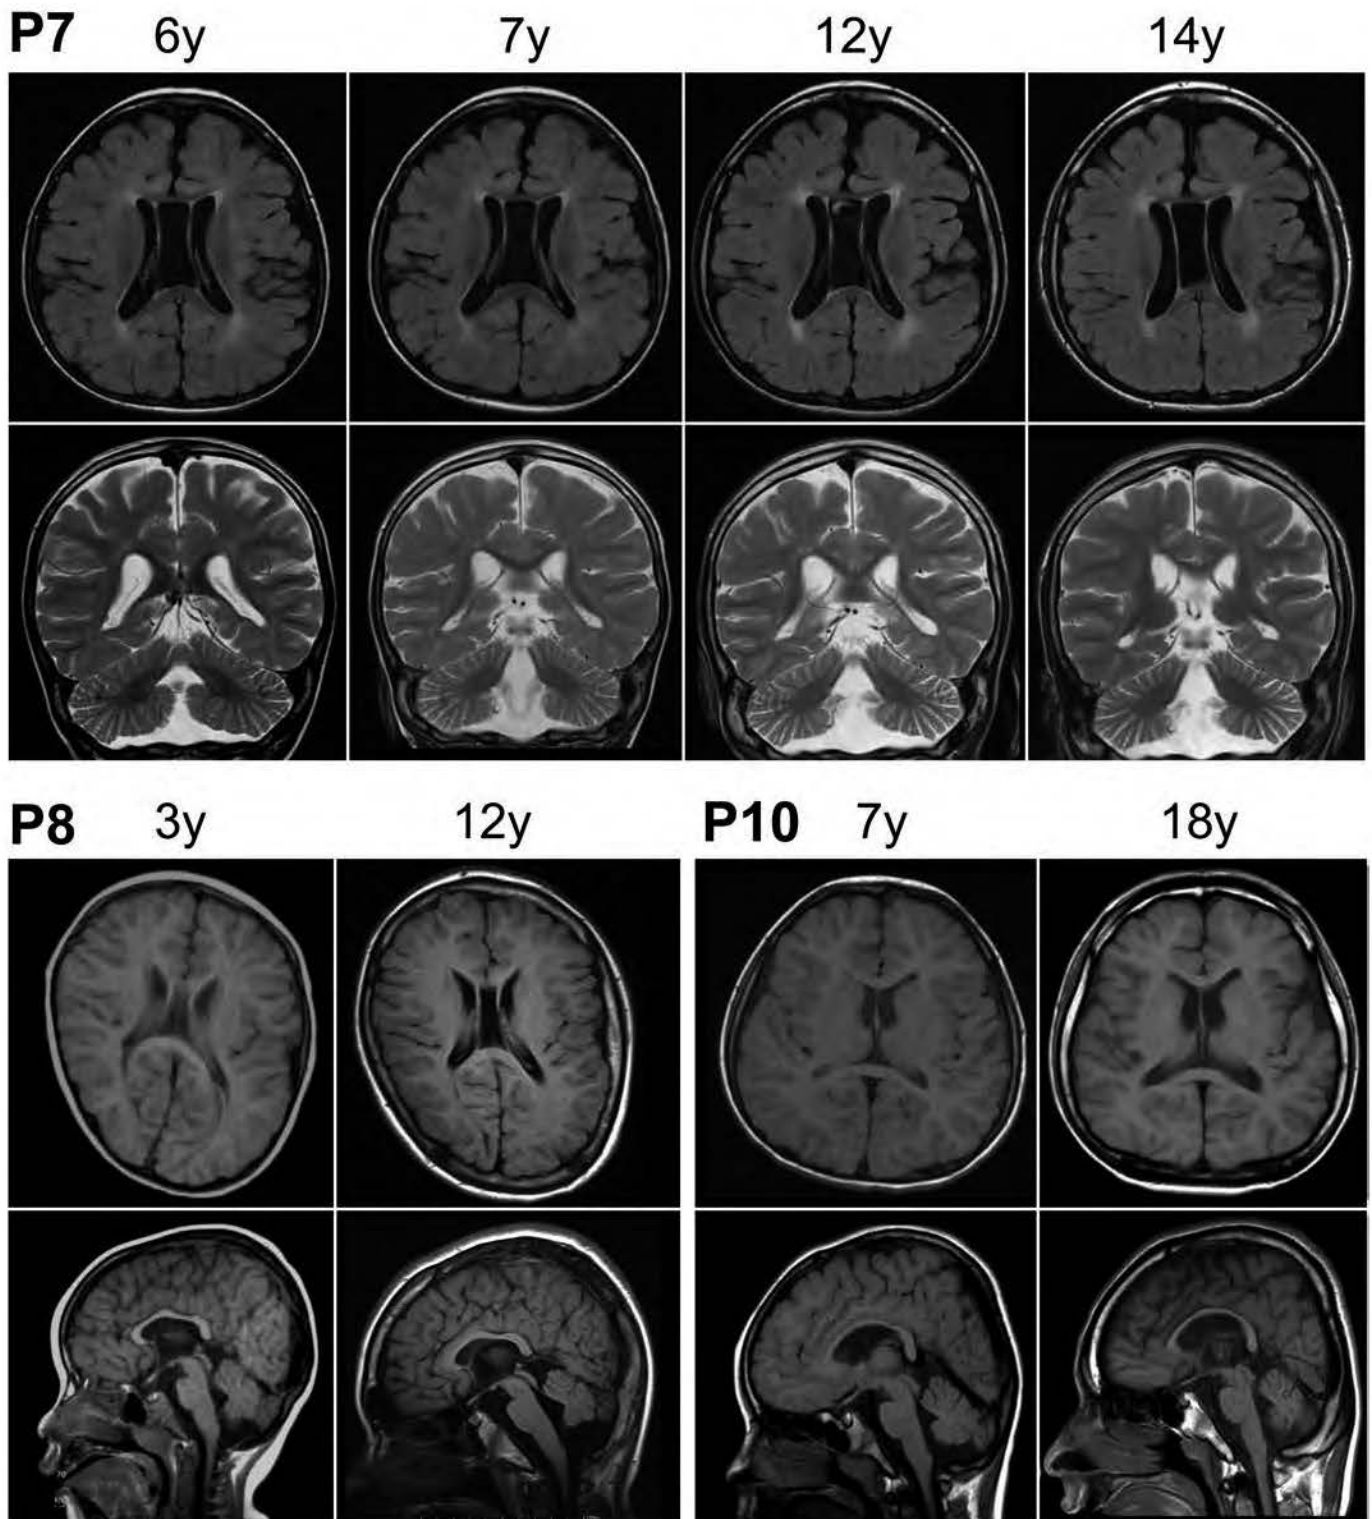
Serial magnetic resonance imaging scans of three patients with *MECP2* duplication syndrome. Note that there were no significant changes in brain imaging abnormalities over time.
